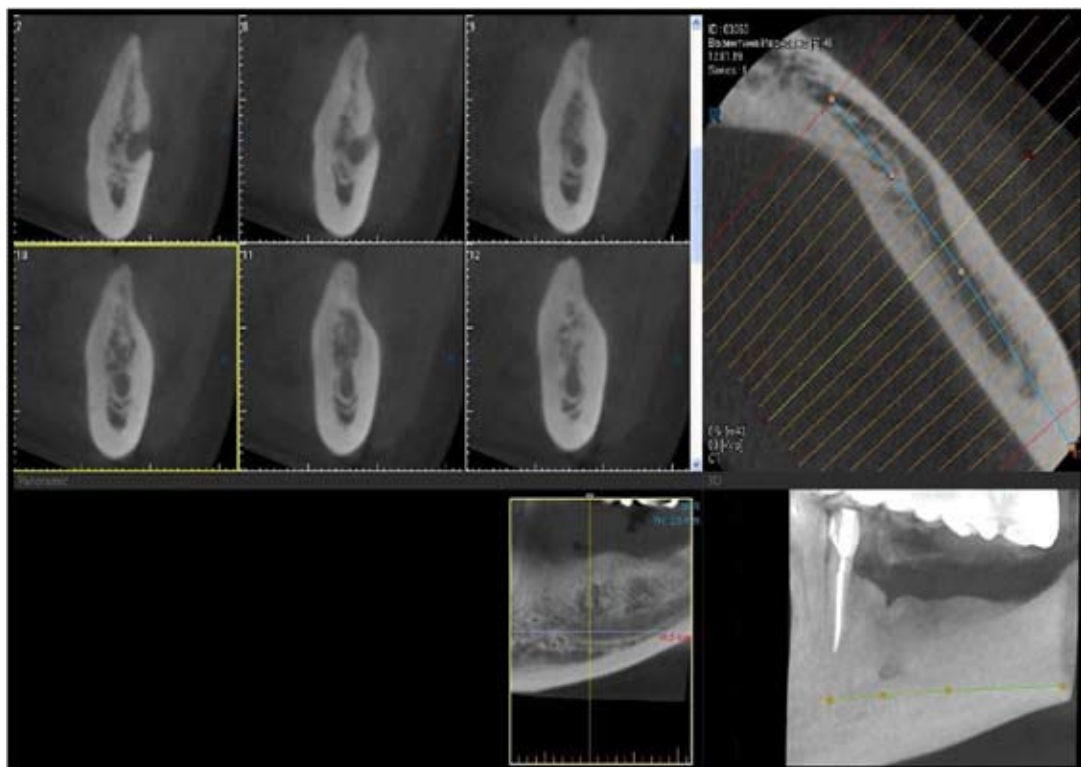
Конусно-лучевая томография нижней челюсти.
